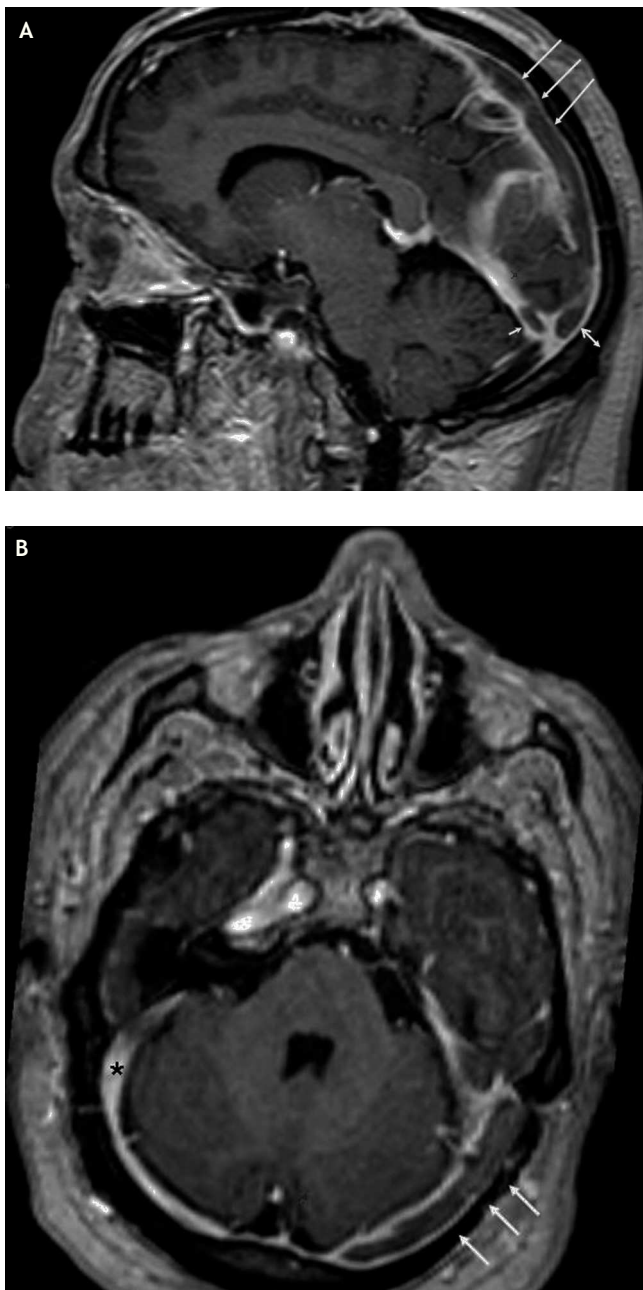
Resonancia magnética craneal, secuencia TSE-T1 3D con gadolinio. A. Corte sagital. Defectos de repleción en el seno longitudinal superior (flechas largas), prensa de Herófilo (doble flecha) y seno recto (flecha corta) originados por trombos. B. Corte axial. Trombo en el seno transverso izquierdo (flechas). Seno transverso derecho permeable.
